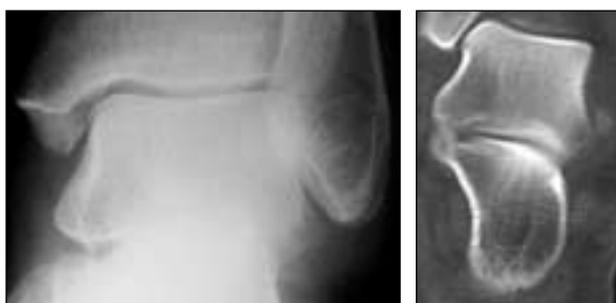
Fractura tipo I (radiografía y TC).
